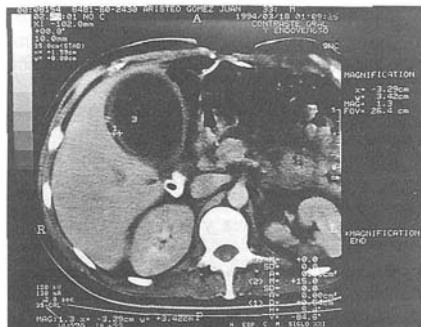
TAC 18 de marzo de 1994. Seguimiento que demuestra mayor distensión de la vesícula biliar, además de colección perivesicular, datos con relación en colecistitis aguda atlántica.
